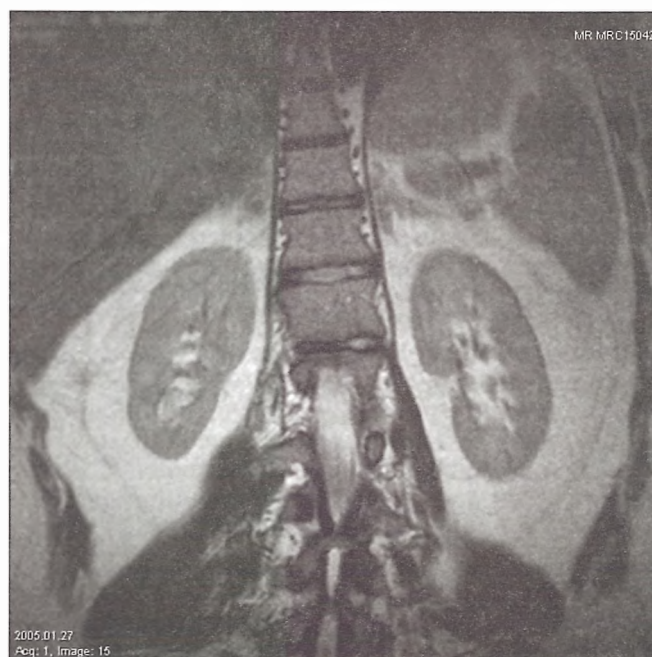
МРТ органов брюшной полости больной П.
